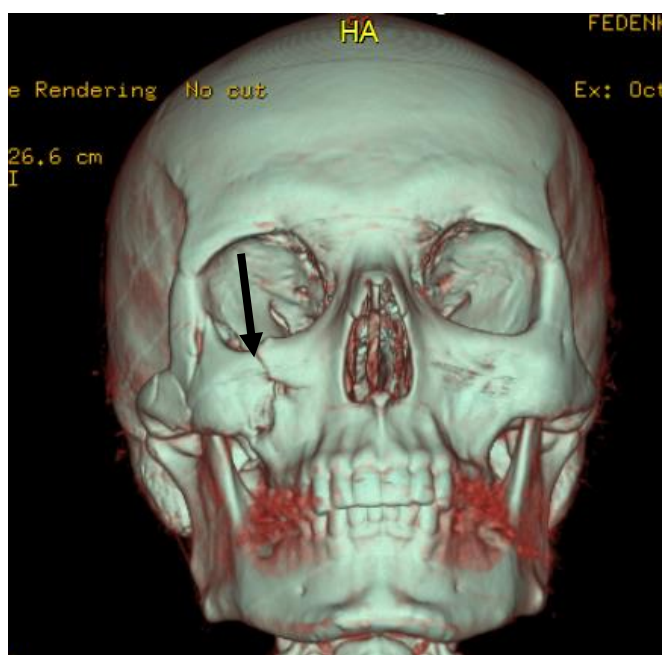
Комп'ютерна томограма кісток лицевого скелету (3D візуалізація) хв.Б., 36 р., д-з: травматичний одинарний перелом виличної кістки справа. Відрив виличної кістки від верхньої щелепи по вилично-щелепному шву без значного зміщення відламків (2 клас за Бернадським Ю.Й.)
